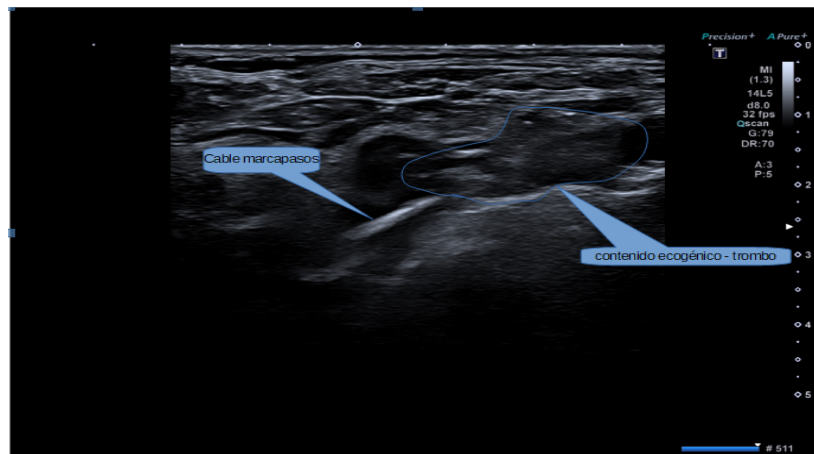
Ecografía trombo vena axilar y cable marcapasos.
